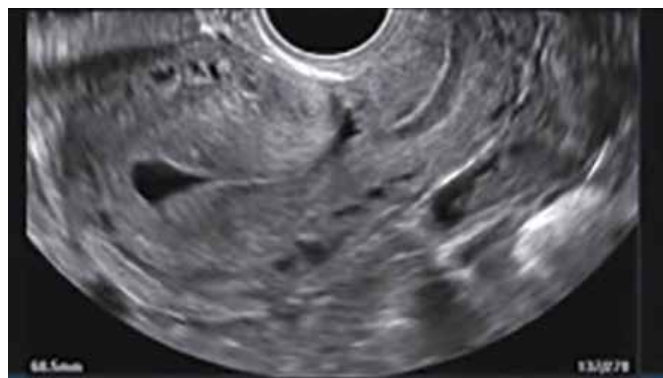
Ultrassonografia 2D, aquisição sagital pela via endovaginal em útero com defeito de cicatriz de cesárea. Observa-se que há acúmulo de líquido.
